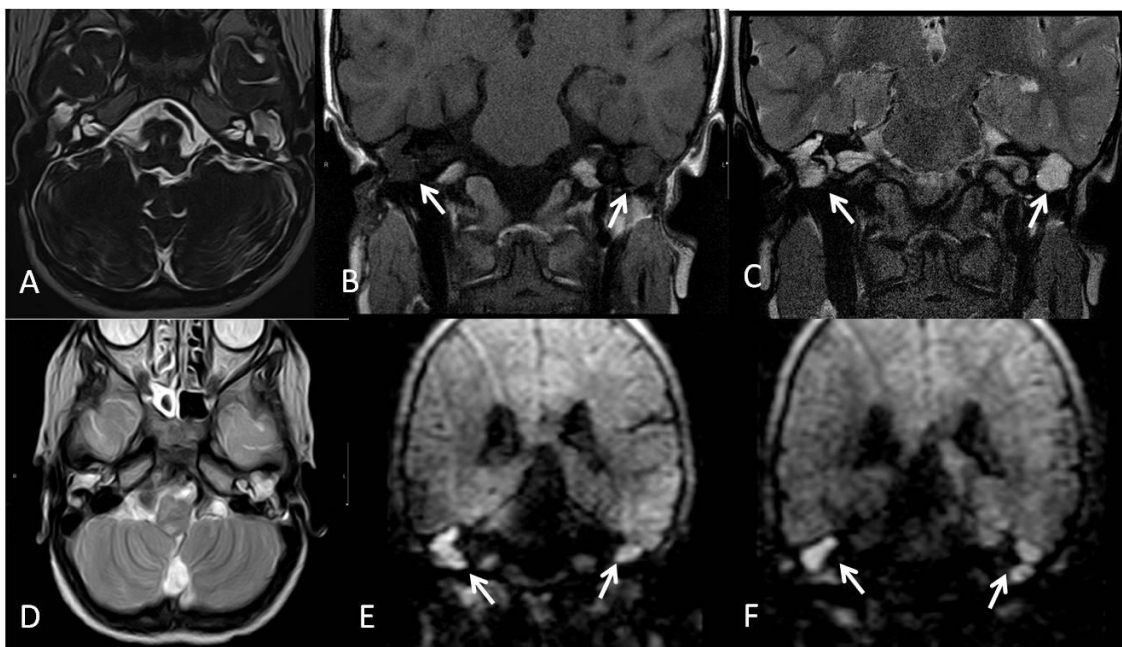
Imagen de RM, colesteatoma congénito bilateral en niña de 8 años. A: Axial Drive. B: Coronal T1. C: Coronal T2. D: Axial T2. E y F: Coronal en difusión no EPI. Las flechas indican extensa ocupación otomastoidea bilateral, que corresponde con amplios focos de hiperseñal en difusión.
